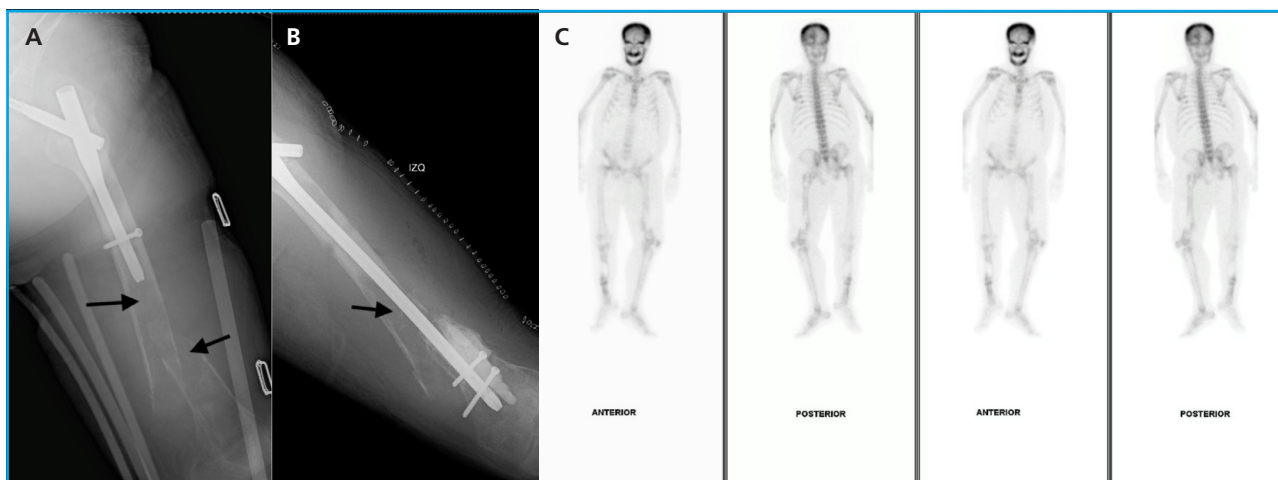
A. Radiografía simple de fémur izquierdo en proyección anteroposterior que muestra fractura diafisaria y lesiones osteolíticas en la zona de fractura. B. Radiografía simple de fémur posquirúrgico. C. Gammagrafía ósea realizada con tecnecio que muestra hipercaptación en calota, mandíbula, esqueleto axial y apendicular.
